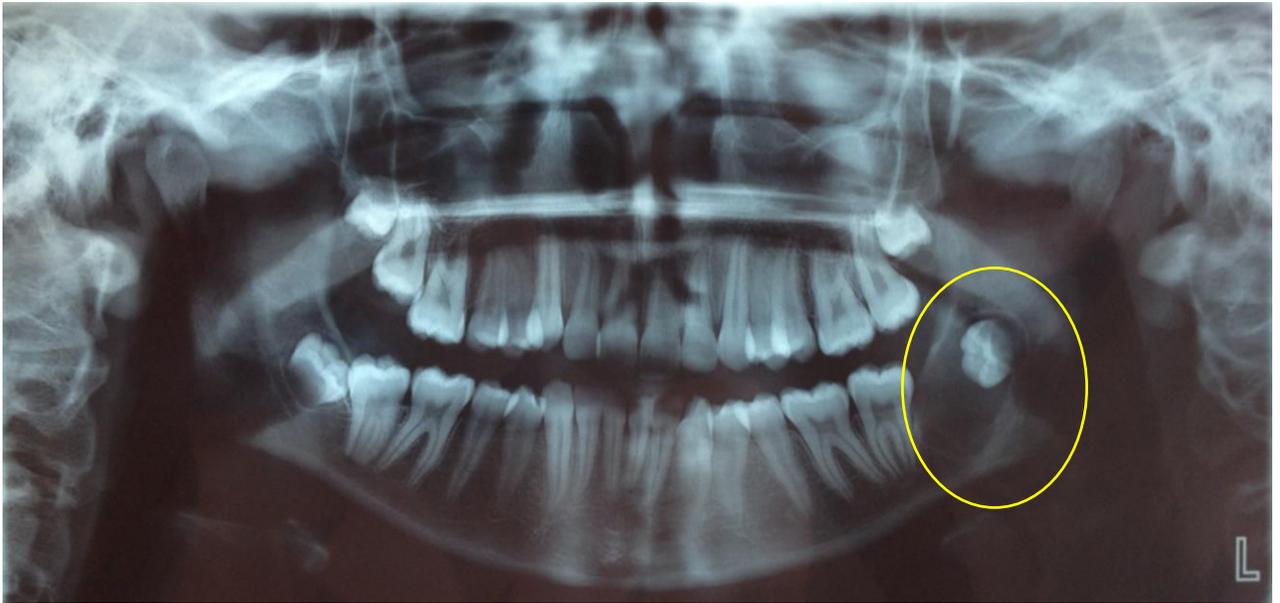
Radiografía panorámica de la paciente de 18 años con un queratoquiste diagnosticado a los 15 años de edad.*
